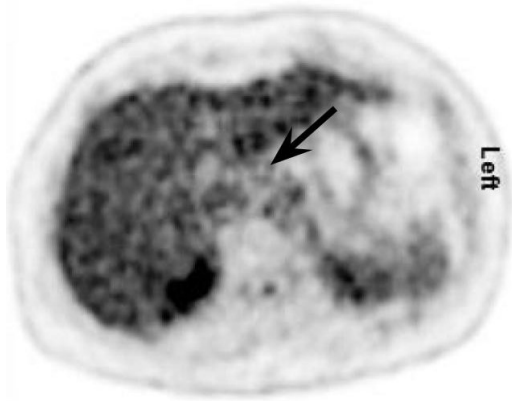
^{18}F -FDG PET mit TOF transaxial
